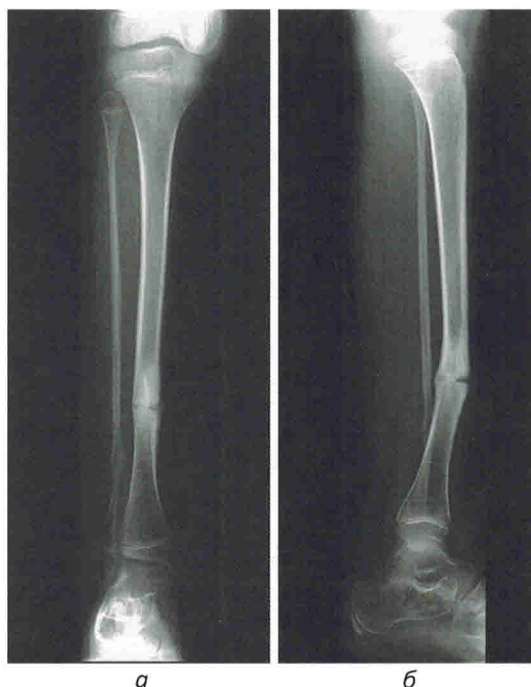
Рентгенография голени в переднезадней (а) и боковой (б) проекциях: простой тип врождённого ложного сустава большеберцовой кости (тип I) у мальчика 10 лет
